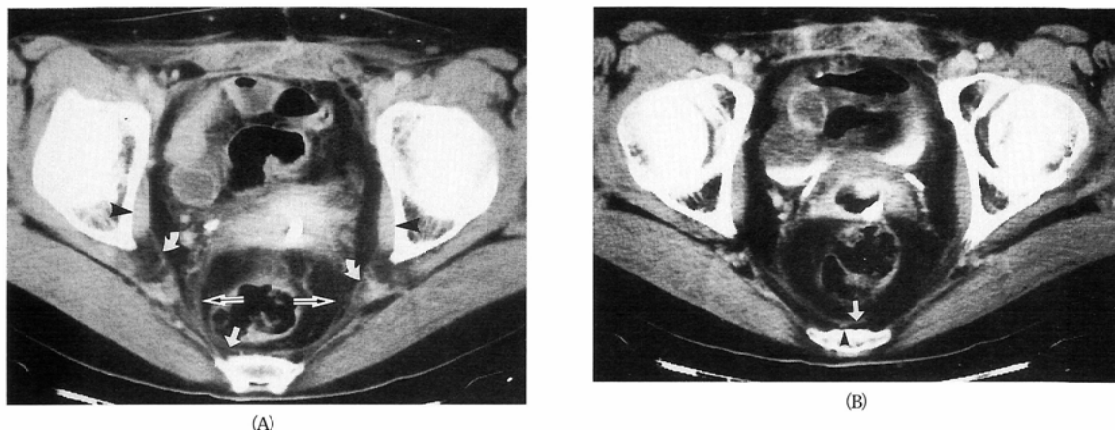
41-year-old woman, post radiationtherapy for cervical carcinoma (A) : CT at (b) level shows the right and left coccygeus muscles (curved white arrows) arising from the surface of the obturator internus muscles (arrowheads) are connected to each other in front of the sacrum. Note the right coccygeus muscle attaches to the sacrum also. Presacral part of this thickened fascia (straight white arrow) seems to be the deep layer of the subperitoneal fascia. The sacrouterine ligament (arrows) attaches to the coccygeus muscle. (B) : CT at (c) level shows the medial sacral artery (arrowhead) between the deep layer of the subperitoneal fascia (straight white arrow) and the sacrum.
